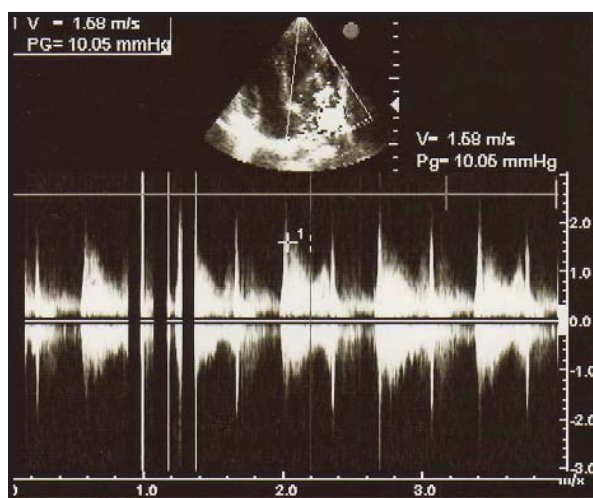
Imagen doppler de la válvula mitral que muestra gradiente transmitral aumentado, en una paciente con estenosis mitral congénita.
